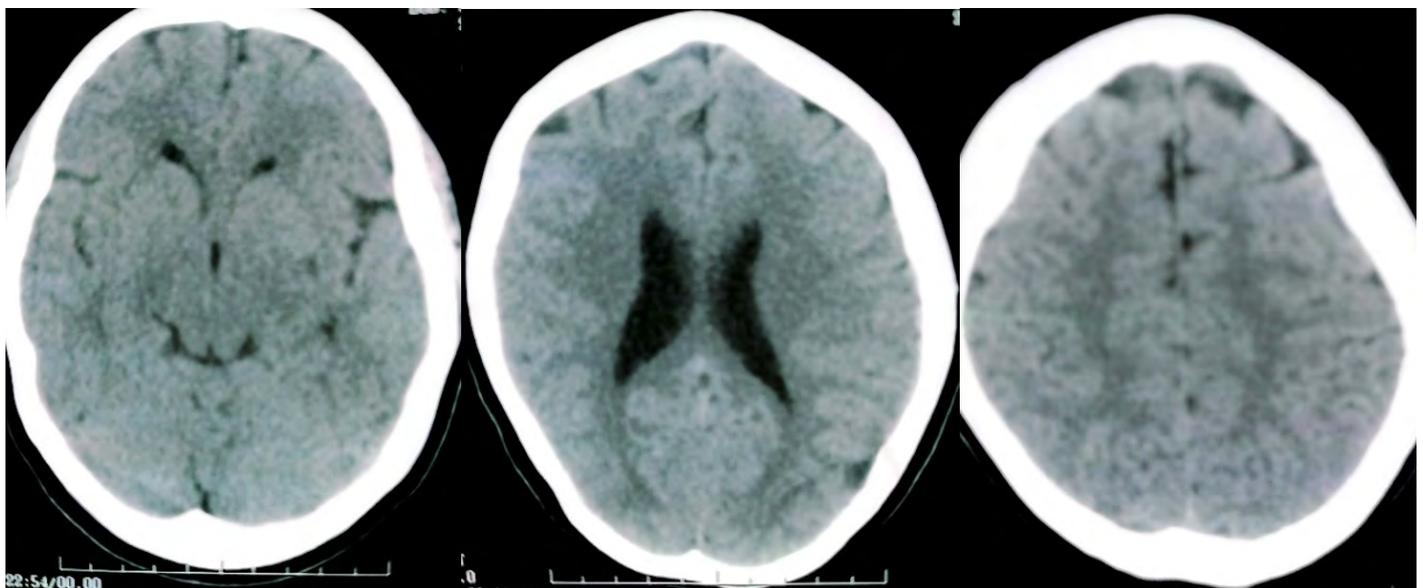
Imágenes de tomografía simple de cráneo mostrando cortes axiales a nivel: (A) talámico, (B) cavidades ventriculares y (C) supraventricular, con características normales.
